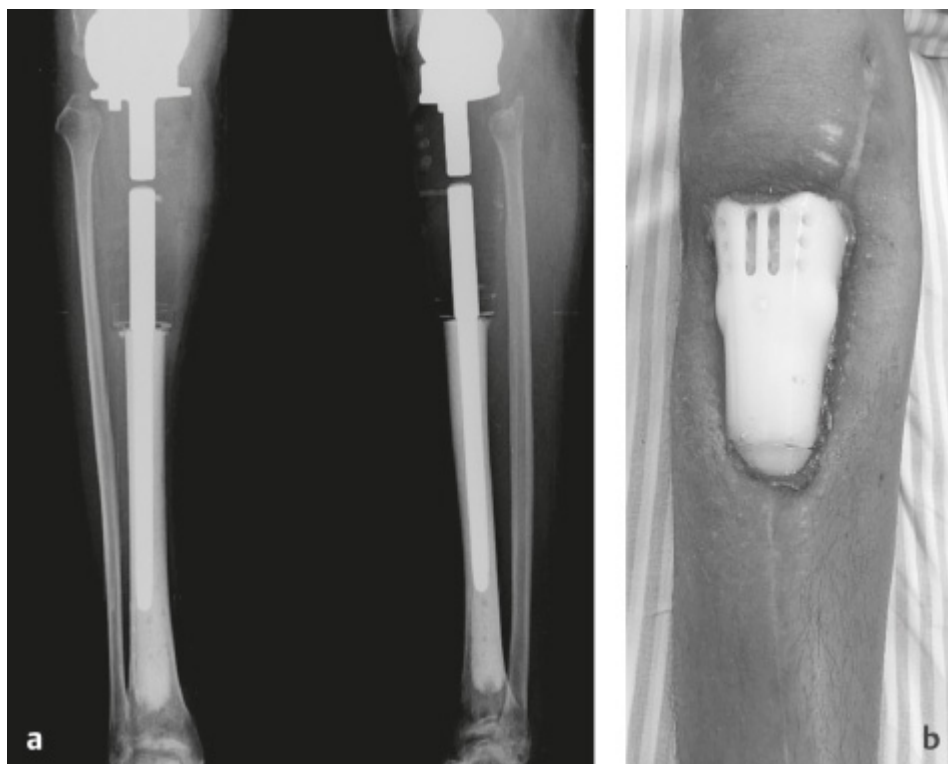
(a) Radiografia pós-operatória de endoprótese modular em AP e em perfil da perna direita; (b) exposição do componente tibial.
